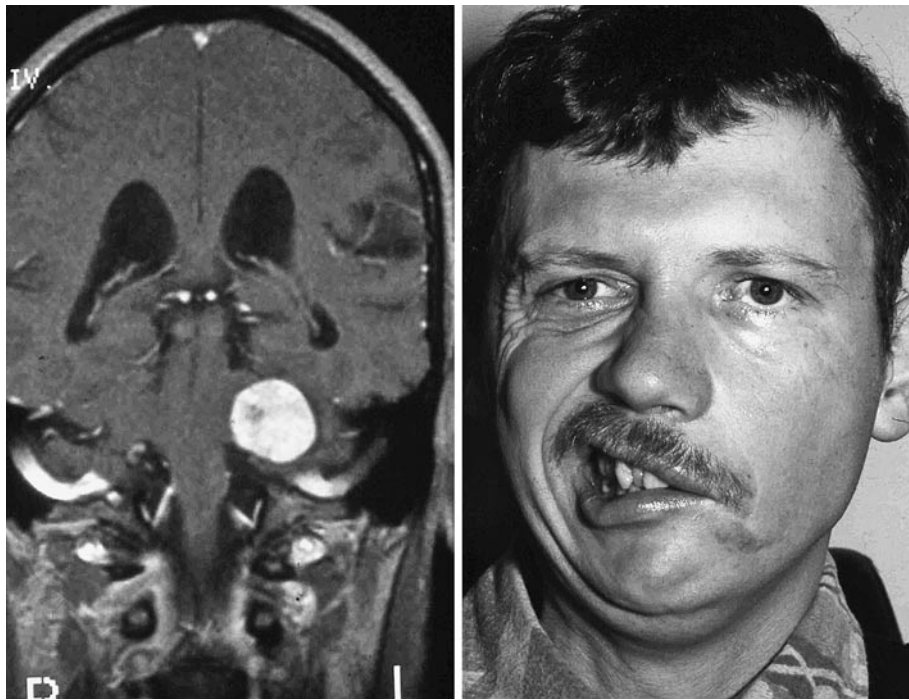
Patient mit kompletter Fazialisparese links bei Zustand nach Entfernung eines Akustikusneurinoms (präoperatives CT siehe linker Teil der Abbildung). Zu erkennen ist die totale Paralyse aller Äste des Nerven.
